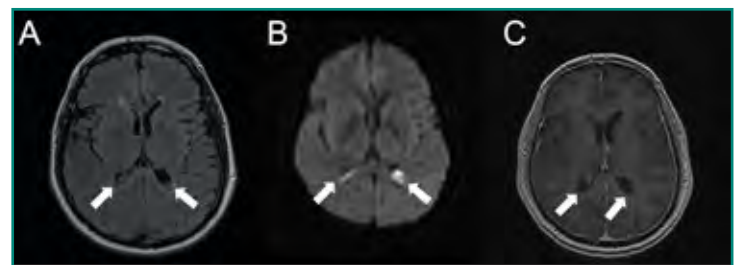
A: imagen de RM en plano axial, secuencia FLAIR. Hiperintensidad de señal en márgenes periventriculares (flechas) y contenido en zonas declives del sistema ventricular bilateral; B: secuencia de difusión. Restricción de señal en zonas declives del sistema ventricular (flechas); C: secuencia ponderada en T1 con contraste i.v. Fino realce lineal en la superficie posterior del sistema ventricular (flechas).
